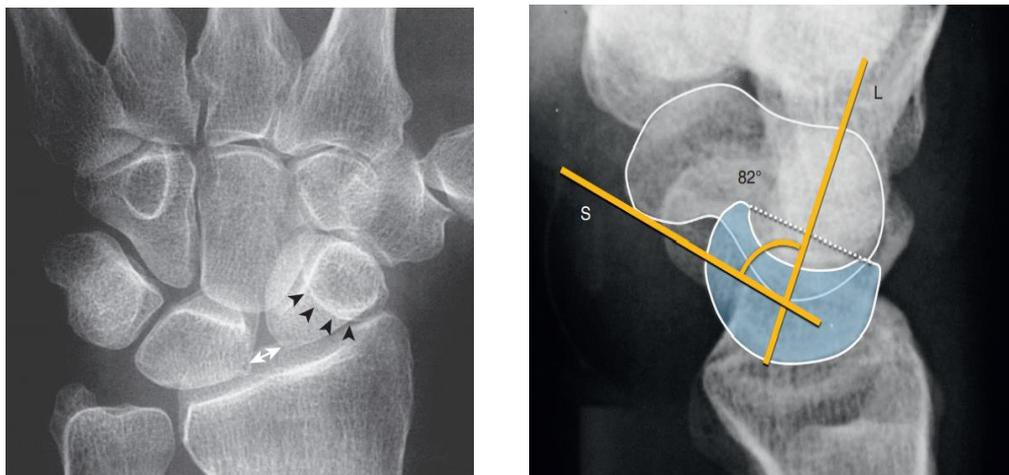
(à gauche) : Radiographie de face : diastasis SL et signe de l'anneau.
